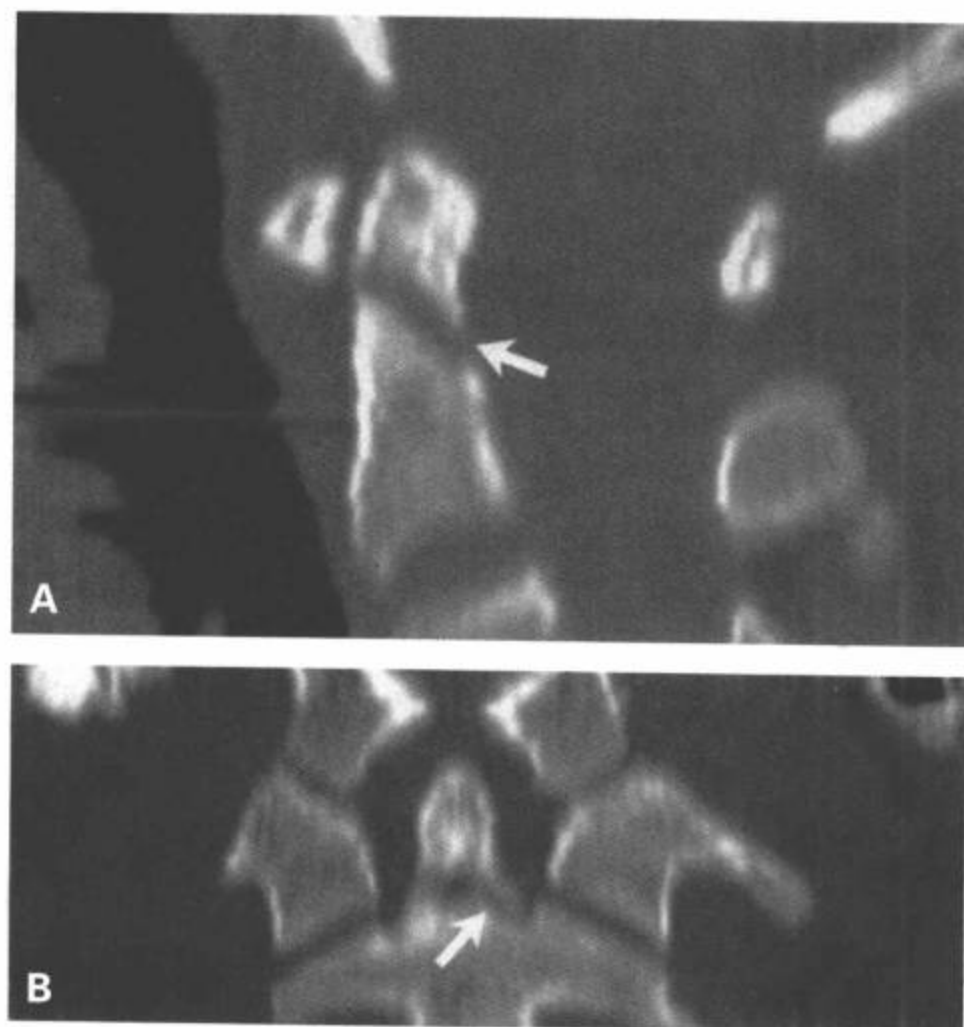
II型齿突骨折。16岁病人有颈部创伤。颈椎CT矢状面(A)和冠状面(B)重组图像显示齿突中部有一条斜行的骨折线(箭)恰好位于齿突中心软骨结合的上方,无移位,符合II型齿突骨折。
